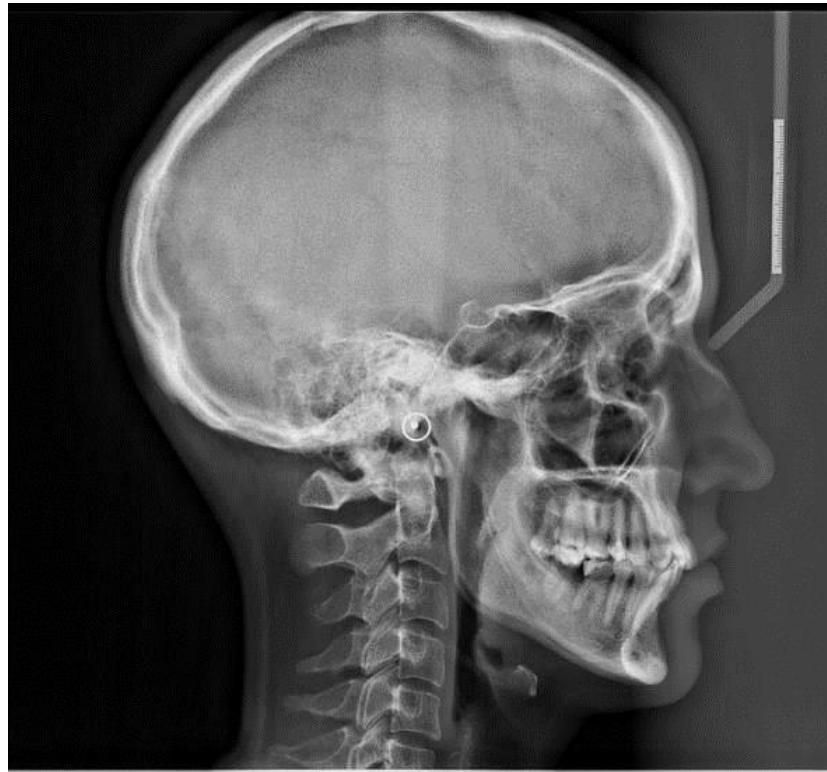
Методика телерентгенографії у боковій проекції
